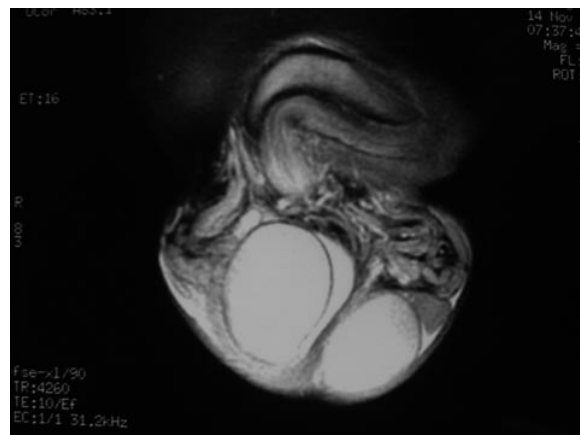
Imagen de RMN en secuencia T2 con gadolinio en la que se aprecia masa epididimaria izquierda.
